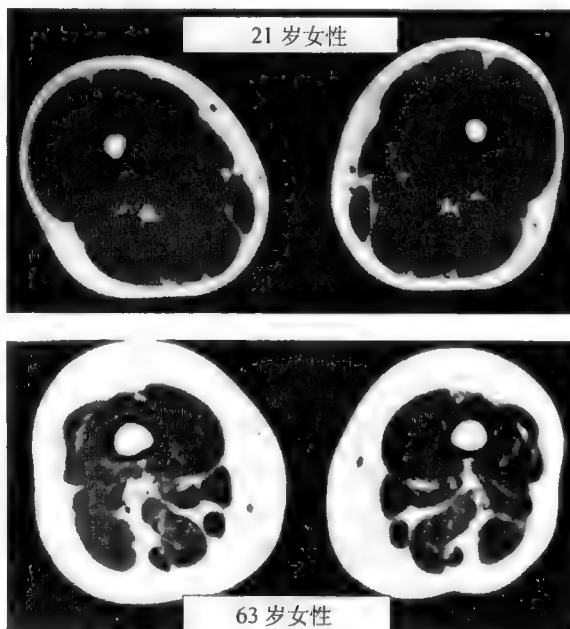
一位年轻女性和一位年老女性大腿中段横截面的 CT 影像,证明随着年龄增长,肌肉质量减少,脂肪质量相对增多
